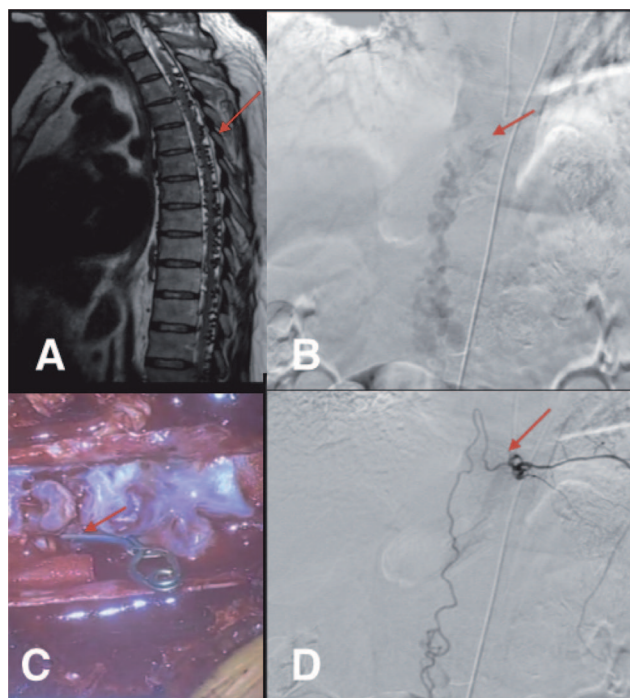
50 years-old male admitted with paraparesis, paresthesia of the left legs perineum, urinal and fecal retention. MRI (A, arrow) revealed severe venous congestion in the spinal cord and suspicion of SDAVF (B), spinal angiography of the left L2 segmental artery demonstrated the site of fistula (B, arrow).
